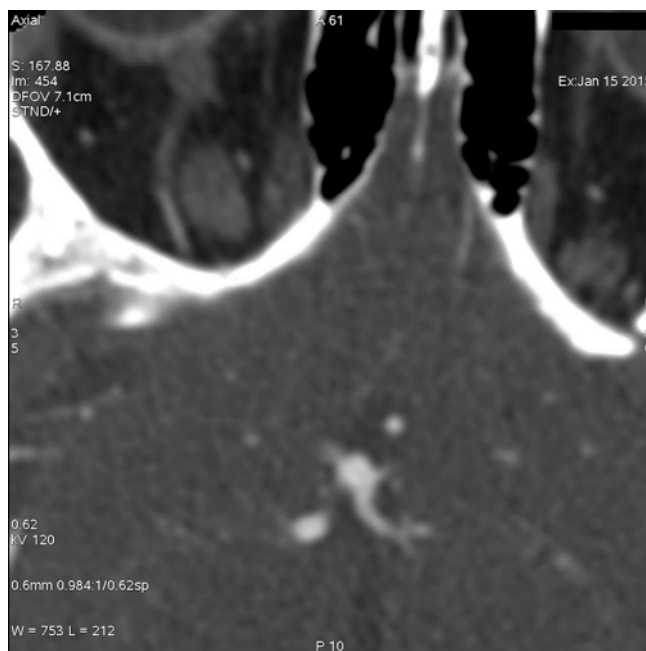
Аксиальная КТ-томограмма на уровне прекоммуникационных сегментов передних мозговых артерий. Аневризма передней соединительной артерии
